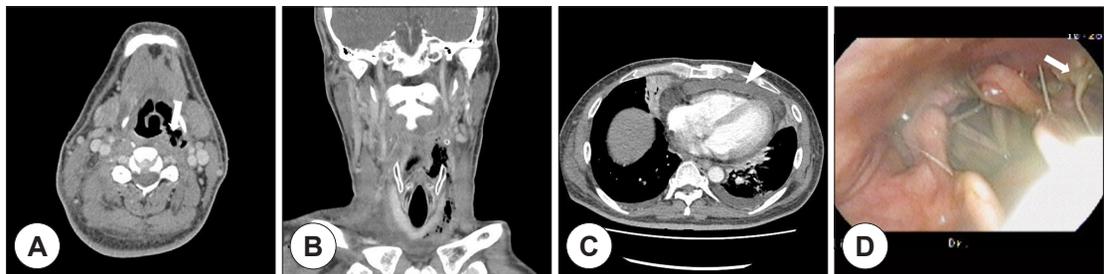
Contrast-enhanced computed tomography (CT) of the neck. A : Axial CT image shows gas collections from hypopharyngeal dehiscence site (arrow). B : Coronal CT image of a diffuse emphysema refers to trapped air from hypopharyngeal dehiscence site along the fascia. C : Axial CT image shows abscess formation (arrowhead) around pericardial space. D : Portable fiberoptic examination reveals a pus drainage from ruptured hypopharynx (arrow) at first visit to the ER.
